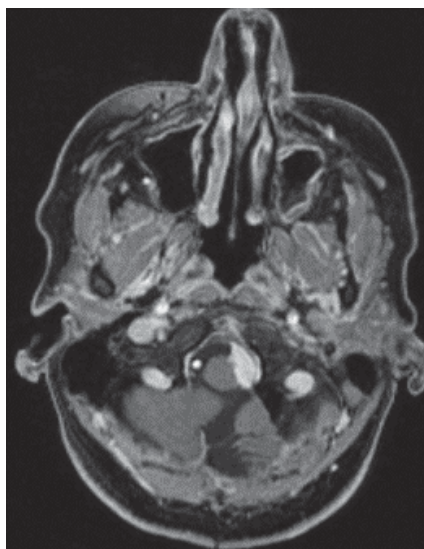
МРТ головного мозга через 18 месяцев после окончания лучевого лечения: МОКВП слева размерами 10 x 7 x 5 мм
